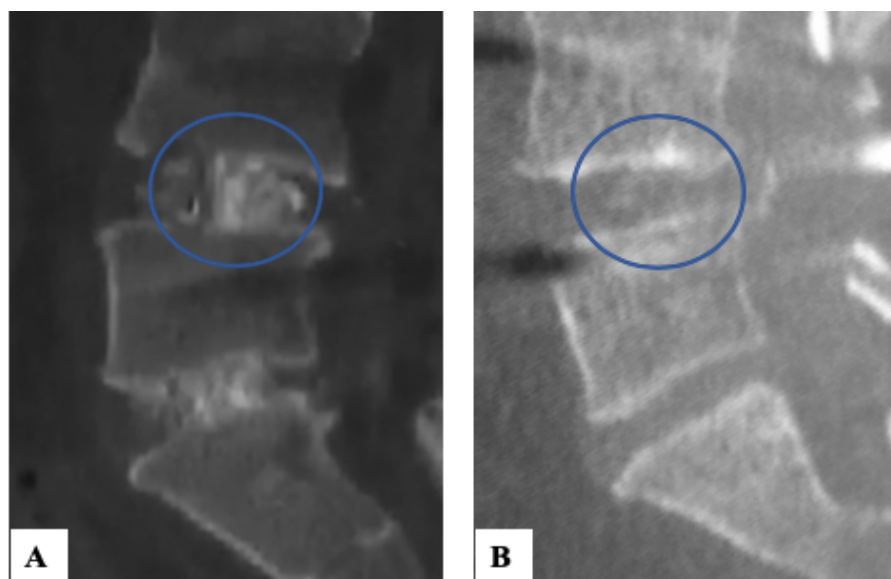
Tomografia Computadorizada (TC) da coluna vertebral após fusão vertebral. (A) Massa de fusão evidenciando consolidação total entre as vértebras. (B) Linha de radioluscência entre as vértebras L4-L5 denotando falha na fusão ou pseudoartrose. (Imagens do acervo pessoal)
